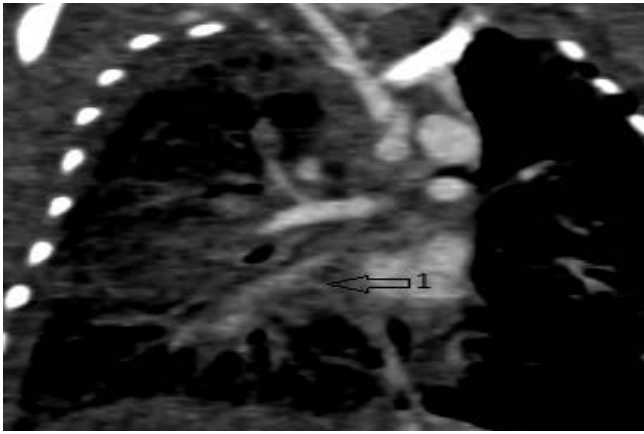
КТ-ангиография, корональный срез. Две венозные структуры в правом легком без общего коллектора и места дренирования (1)
